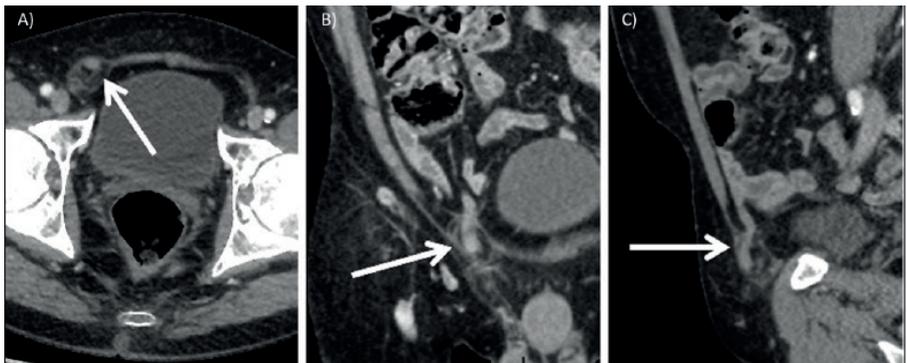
Tomografia computadorizada com contraste do abdome. Vistas axial (A), coronal (B) e sagital (C) do apêndice localizado dentro do saco de hérnia inguinal direita.
